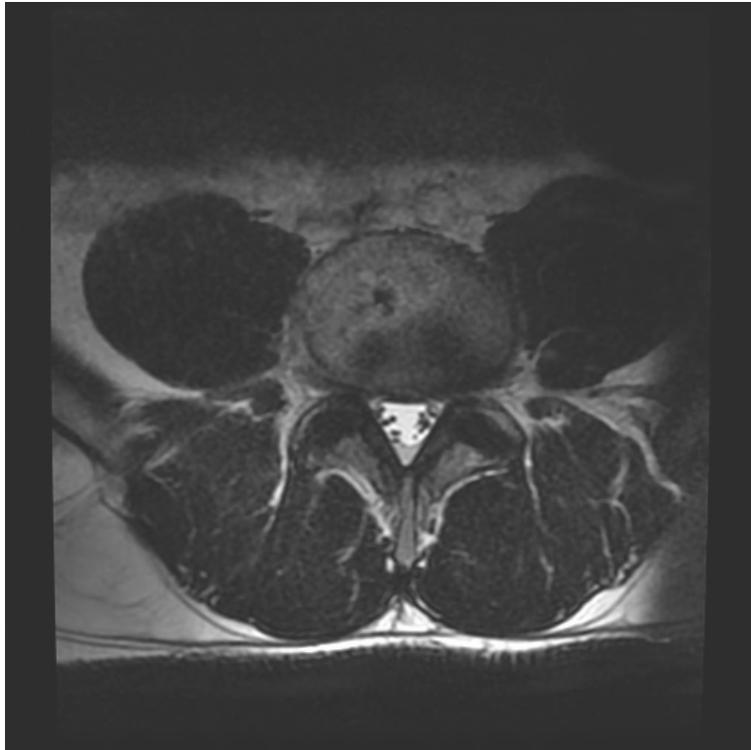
IRM du rachis lombaire en coupe axiale, passant par le disque L4-L5 (iconographie : Dr David BRAUGE, CHU Purpan, Toulouse)
